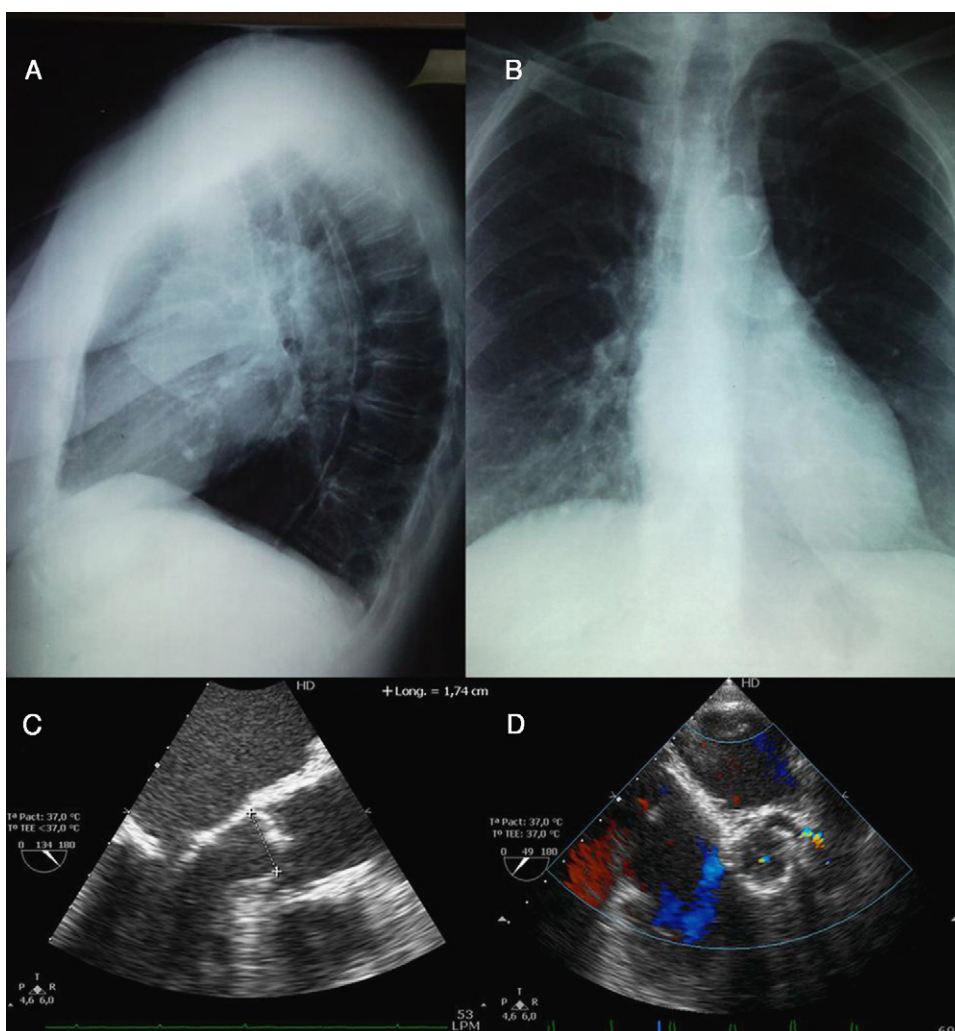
A y B) Radiografía de tórax preoperatoria con una importante calcificación de la aorta descendente y del arco aórtico. C y D) Ecocardiografía transesofágica intraoperatoria: intensa calcificación de la raíz aórtica y medición del anillo aórtico, de 17,4mm de diámetro (C). En (D) se observa una mínima insuficiencia residual central de la prótesis.
